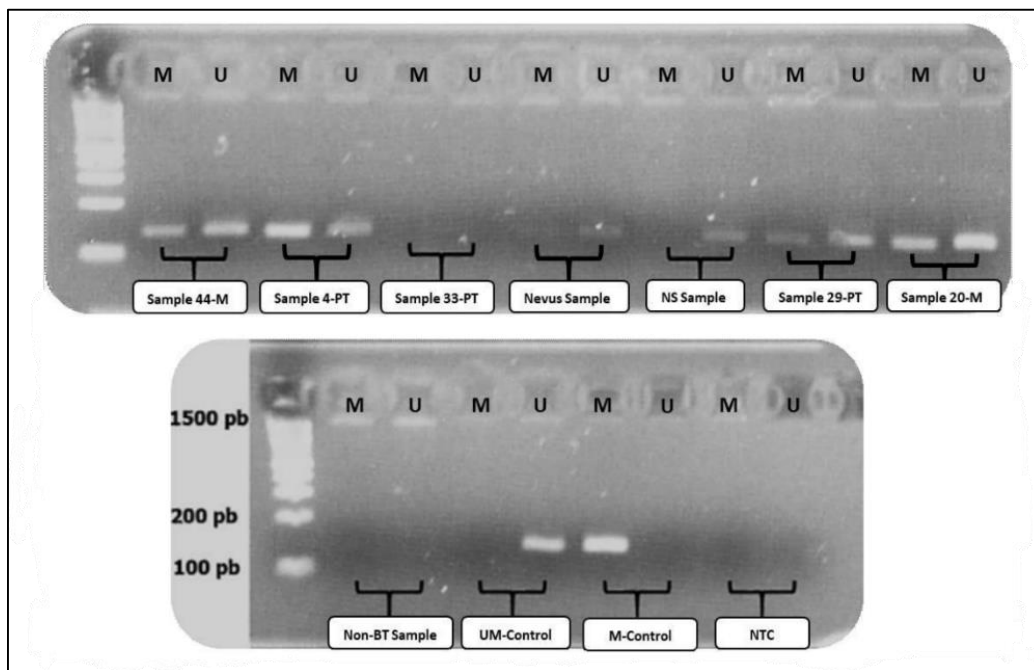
Detección del estado de metilación del promotor de *TERT* mediante PCR específica de metilación y electroforesis en gel de agarosa. Se muestra un ejemplo de un gel de agarosa en donde se han cargado tres tumores primarios (PT), dos melanomas metastásicos (M) y dos muestras de control (*nevus* y piel normal [NS]). U y M denotan la amplificación de genes no metilados y metilados, respectivamente. Se utilizó un ADN metilado comercial como control positivo (control M) y ADN no metilado comercial como control negativo (control UM). También se incluyeron como controles de la PCR una muestra sin tratar con bisulfito (non-BT) y un blanco (NTC). Después de realizar una doble normalización (descrita en Materiales y métodos), observamos que tres de las muestras mostraron hipermetilación (44-M, 4-PT y 20-M), dos mostraron hipometilación (Nevus y 29PT) y la muestra de piel normal no estaba metilada. La muestra de 33-PT no tuvo resultado valorable.
